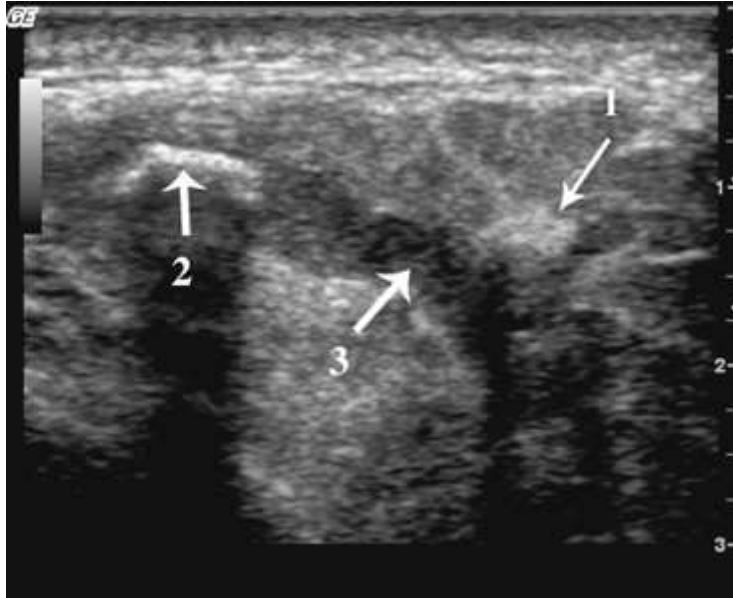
Échographies en coupe transversale d'une glande parotide montrant une lithiase.
